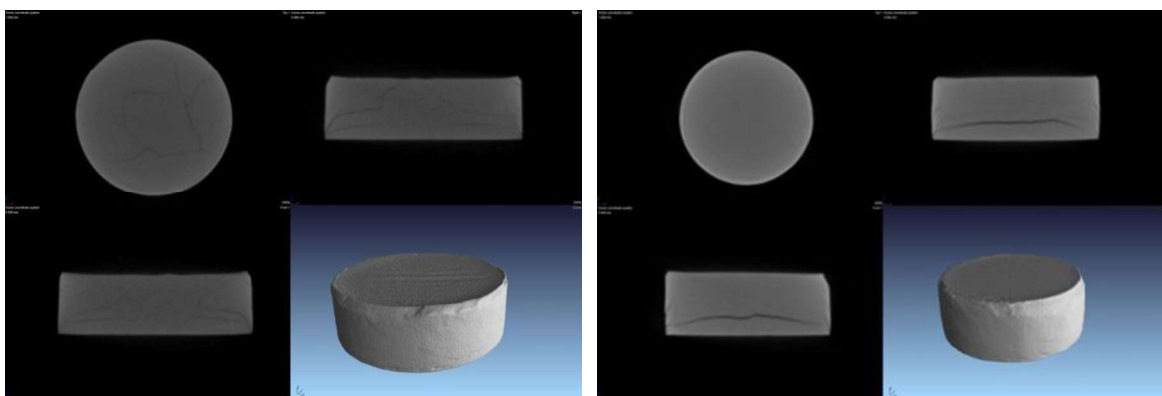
The results of non-destructive inner structure analyze by computer microtomography (μ CT): left - pellet sintered at 900° C, 10 mm/min; right - 1200° C, 10 mm/min
